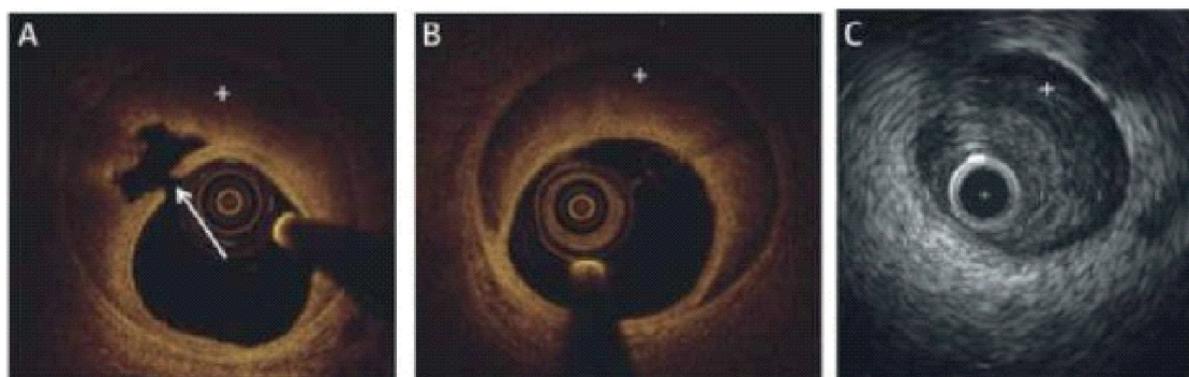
Внутрисосудистая визуализация при СДКА. (А) ОКТ – картина СДКА. Стрелкой указан разрыв интимы КА и ИМГ (отмечена значком “+”); (В) ОКТ – картинка ИМГ без разрыва интимы КА. (С) ВСУЗИ – картина ИМГ.
